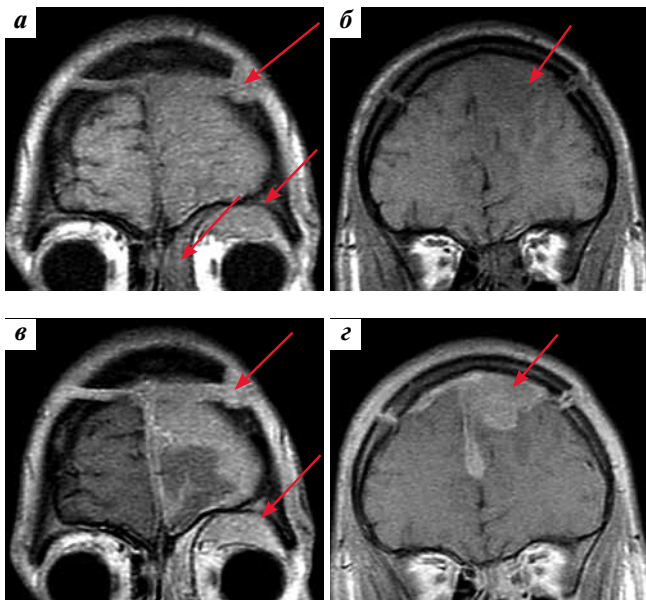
Магнитно-резонансная томография головного мозга при госпитализации: а – T1-SE, до контрастного усиления; б – T1-SE, после контрастного усиления. На представленных сканах отмечается опухолевое образование (стрелки), инфильтрирующее оболочки мозга, распространяющееся в межполушарную щель, в левую половину лобной пазухи, клетки решетчатого лабиринта слева, в полость левой глазницы, левое веко. При контрастном усилении выявляется гиперинтенсивное, гомогенное повышение магнитно-резонансного сигнала от ткани опухоли
